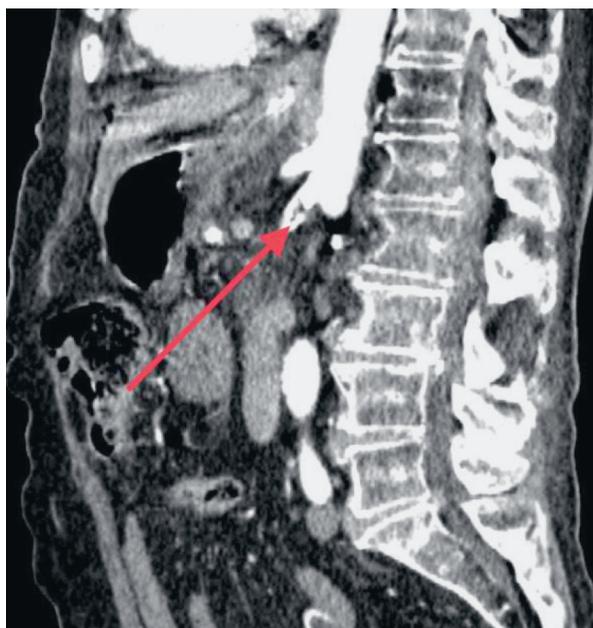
МСКТ-ангиография. Стрелкой указана субокклюзия верхней брыжеечной артерии в области устья
